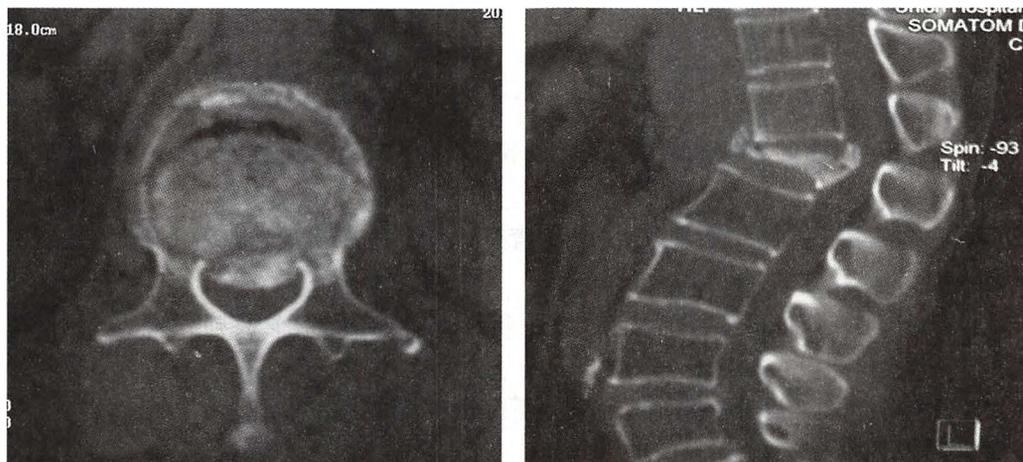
CT 显示椎体爆裂骨折,骨折碎片突入椎管
